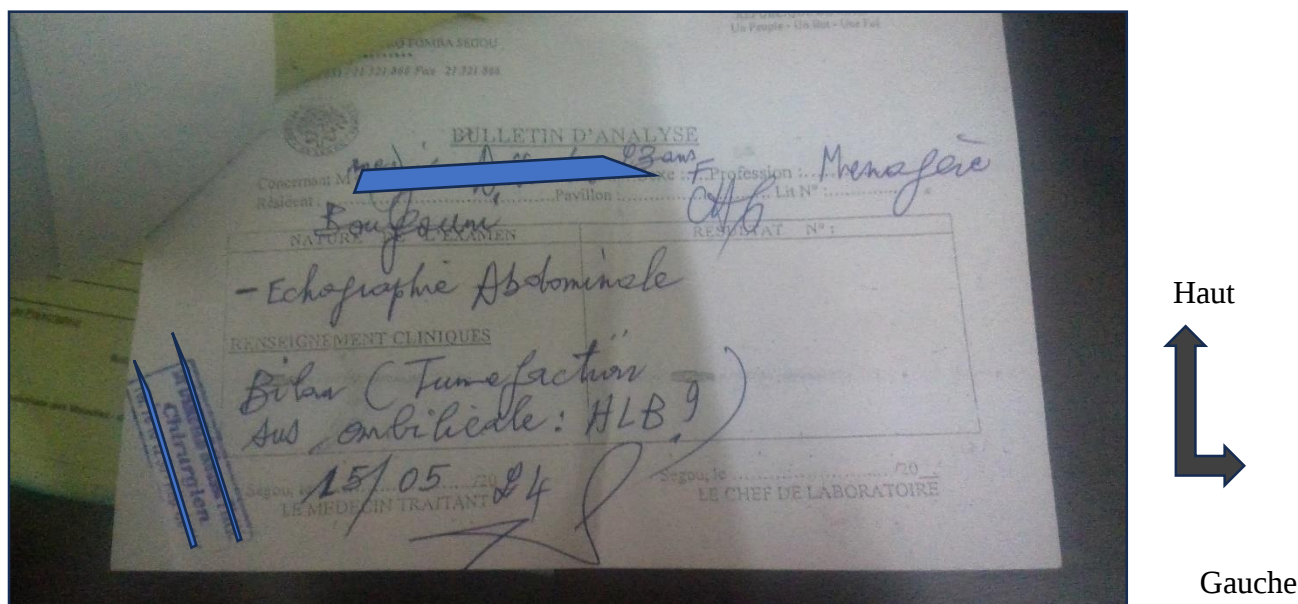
Bulletin d'échographie abdominale conforme, en provenance du service de chirurgie de l'hôpital de Ségou, prescrit par Dr MD à la date du 15/05/2024 pour madame AD âgée de 23 ans résidente à Bougouni pour la recherche d'une hernie de la ligne blanche devant une tuméfaction.
